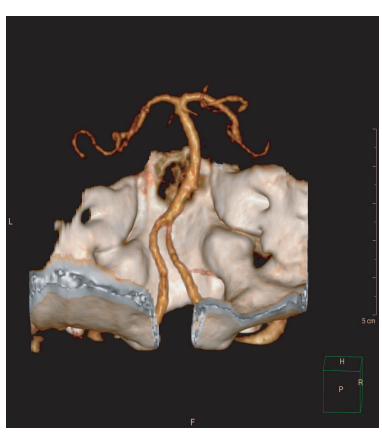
头颈部 CTA 示椎基底动脉未见明显异常
